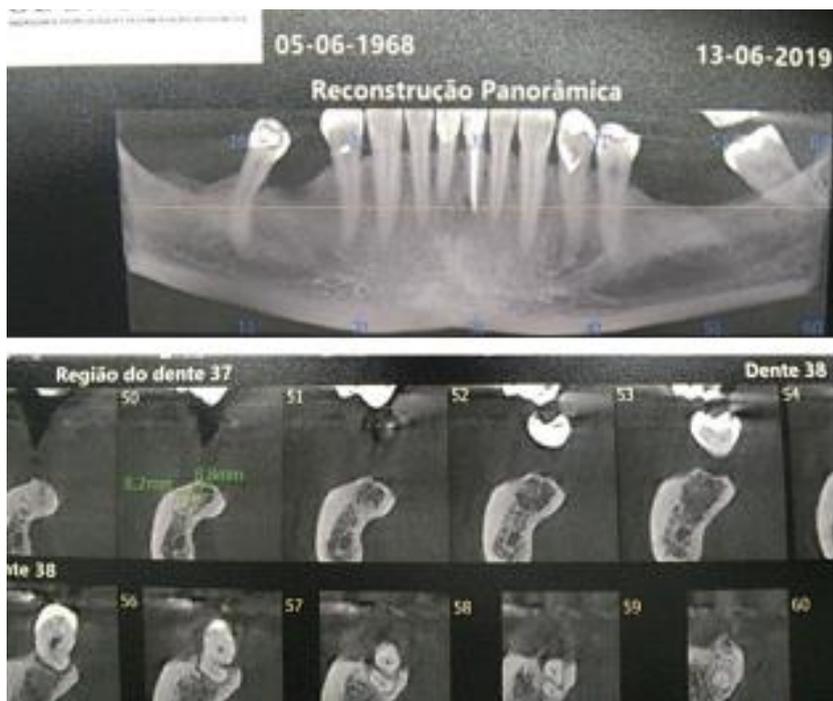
CORTE TOMOGRAFICO DA REGIÃO CORRESPONDENTE AO DENTE 37
